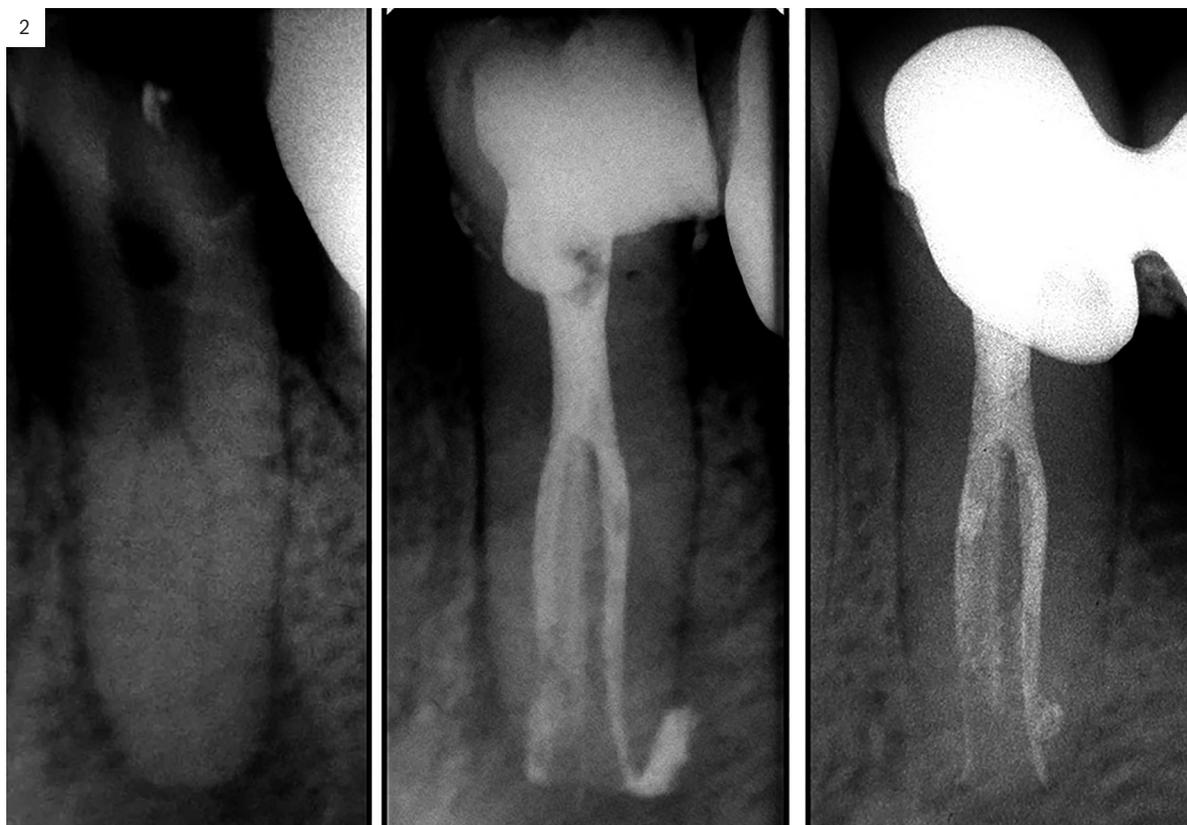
Izq.: Radiografía preoperatoria de un premolar superior con extensas restauraciones coronarias que afectaron la vitalidad pulpar. Se observa una imagen radiolúcida perirradicular. Centro. Posoperatorio inmediato con el tratamiento endodóntico realizado en ambos conductos radiculares (año 1996). Der.: Radiografía de control posoperatorio a distancia, 19 años después, donde se detecta la normalidad de la zona afectada con formación de nuevo hueso (año 2015). Nótese el mantenimiento de la altura de la cresta ósea comparando las tres imágenes.
